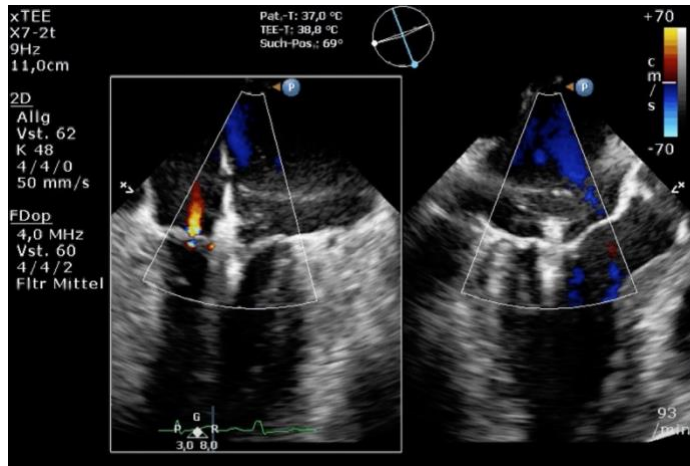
echokardiografische Verlaufskontrolle (Universitätsklinikum Tübingen, Kardiologie)
